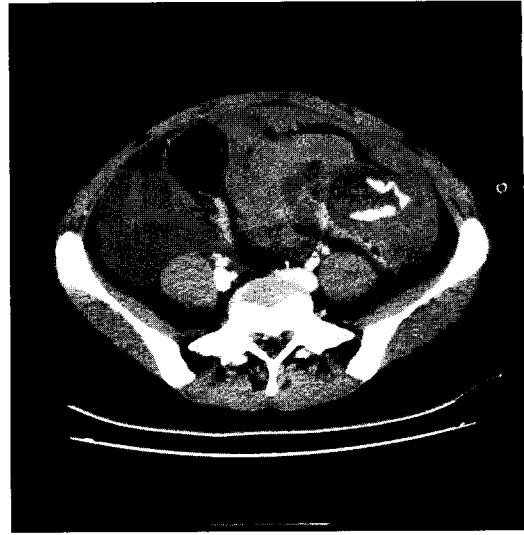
Computed tomography showing high density's contrast leakage in the left adnexal lesion, due to rupture of ectopic pregnancy.
